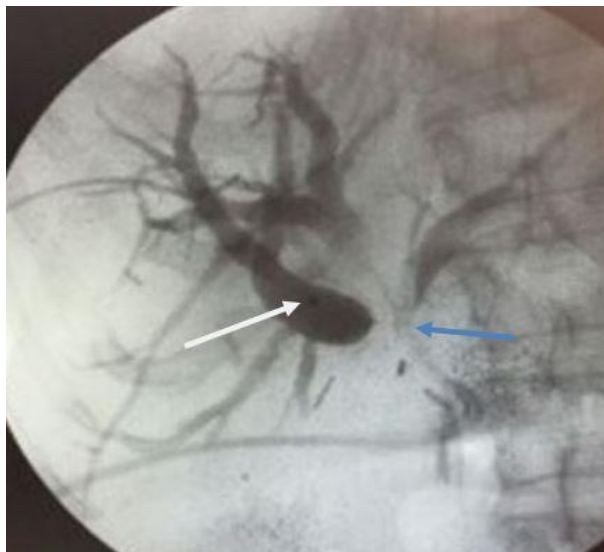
Холангиография. Белая стрелка – рентгеноконтрастная метка интродьюсера в проекции места слияния сегментарных протоков правой доли печени. Синяя стрелка – блок контрастирования на уровне конfluence долевых протоков
